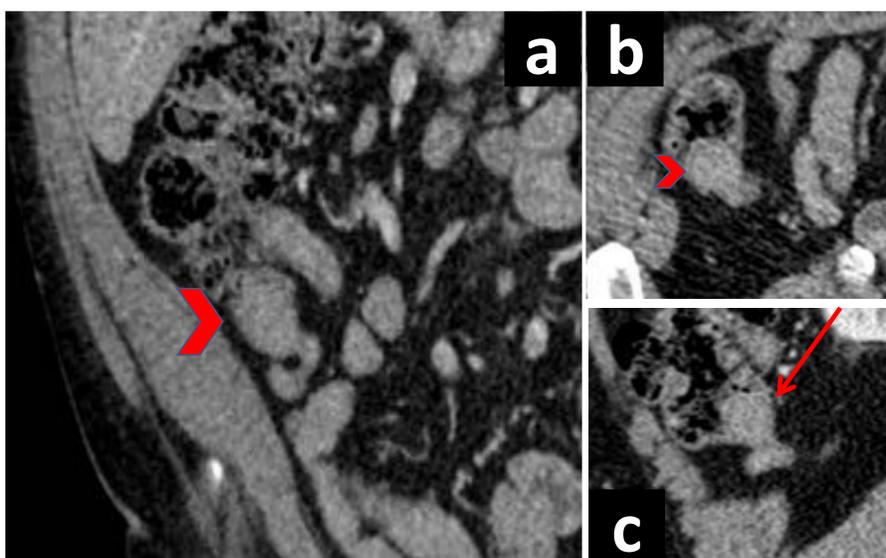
En las imágenes a y b se identifica engrosamiento en la base del apéndice (punta de flecha) que en la imagen en sagital (c) muestra imagen en escarapela (flecha) correspondiente a una invaginación de la base del apéndice resuelta mediante enema de agua, controlado por ecografía.
